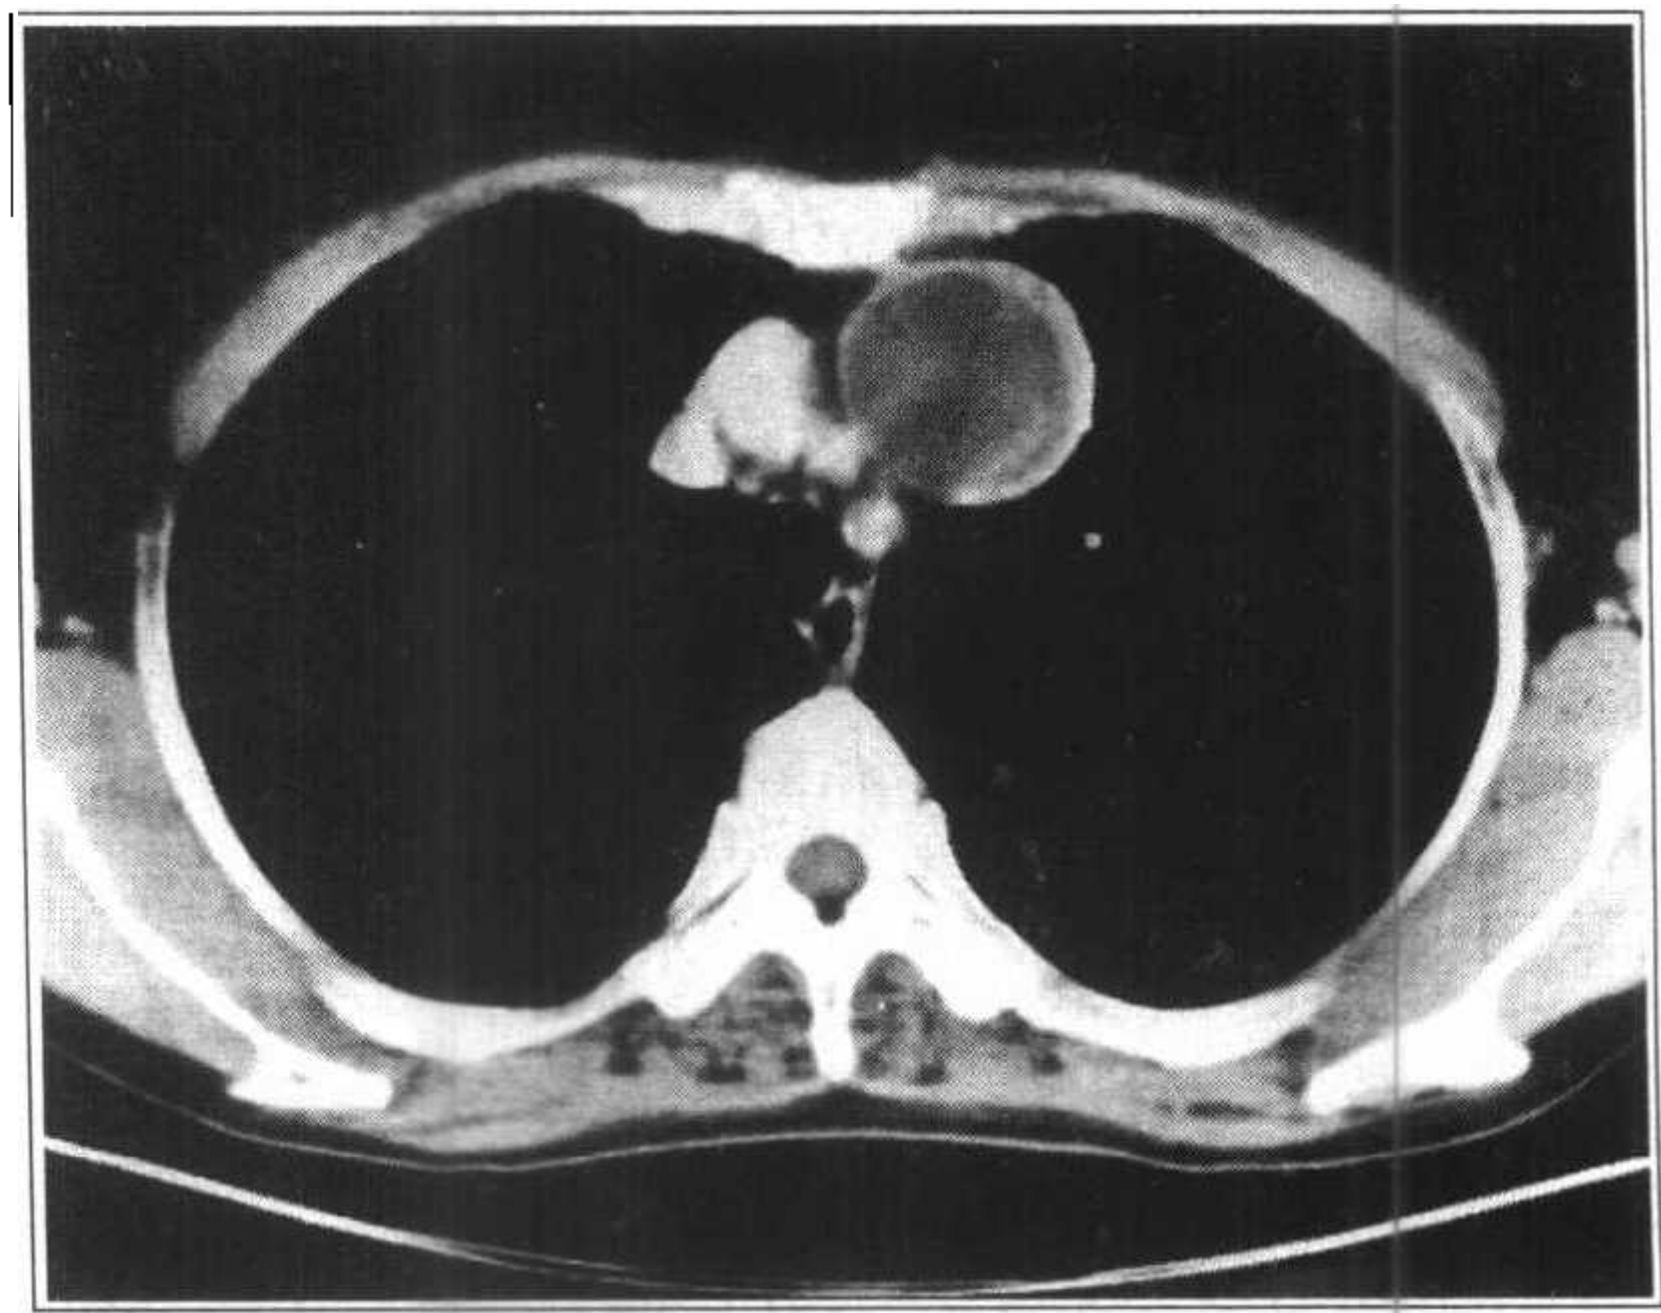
左前上纵隔内囊性胸腺瘤，增强 CT 扫描，囊壁有增强 CT 值 79HU，囊内容物 CT 值 23HU，手术证实
